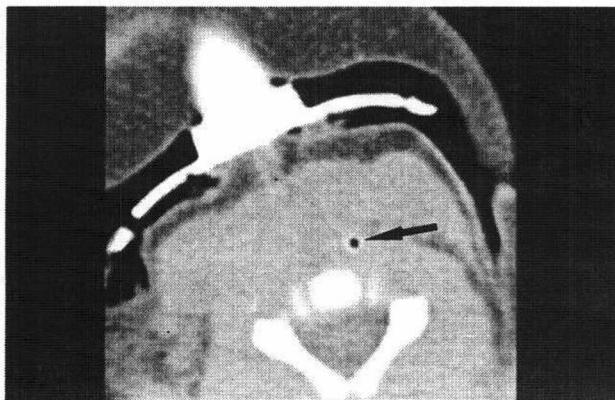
Noncontrast axial CT scan of the tracheostomized infant shows a small caliber trachea (arrow) displaced to the left by the mass which is not visible in this section.
